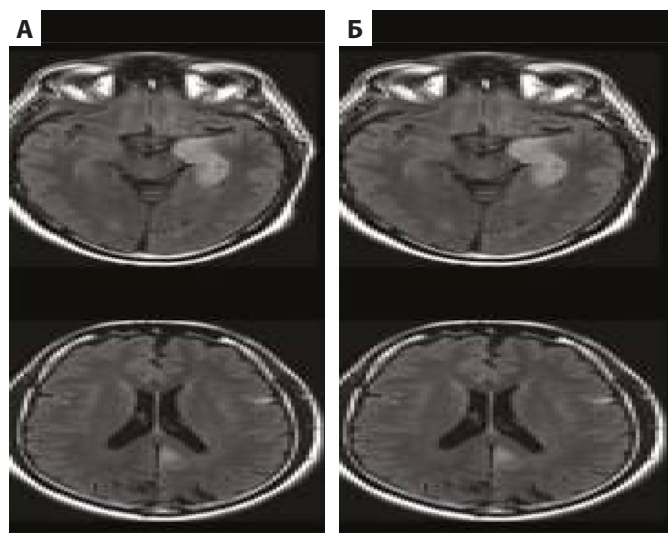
Иммуно-опосредованный энцефалит. МРТ головного мозга в режиме FLAIR (А, Б), выявляются участки повышенного сигнала в левом гиппокампе, левой лобной доле и задней поясной извилине [8]
